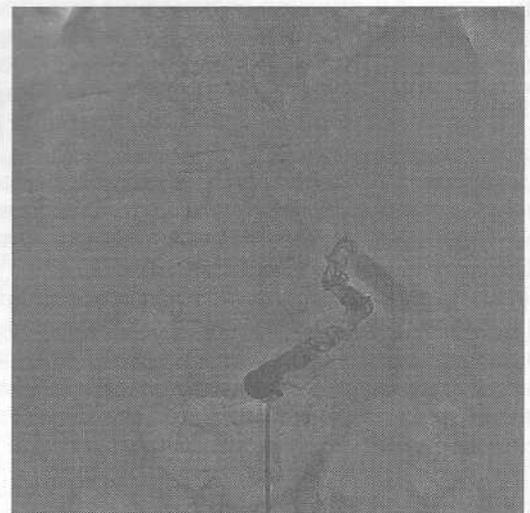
Типова рентгенологічна картина селезінкової артерії після емболізації спіралями Гіантурко.
